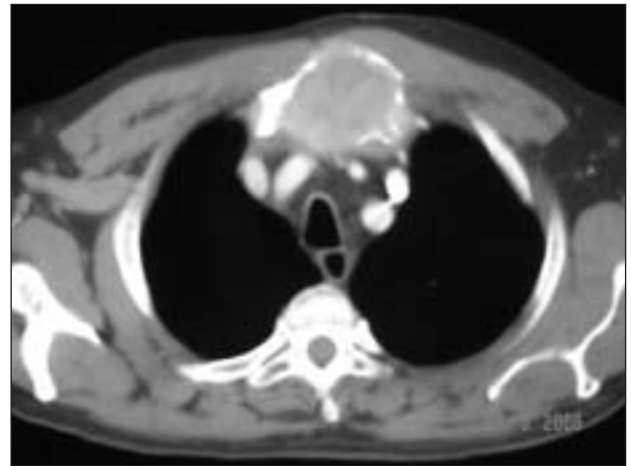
Tomografía computada de tórax (corte axial). Se evidencia el tumor del manubrio esternal de 6 cm. de diámetro. No se observa infiltración mediastínica ni clavicular.
